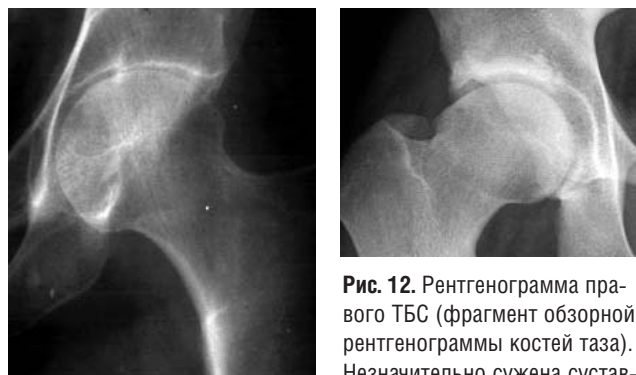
Рентгенограмма левого ТБС (фрагмент обзорной рентгенограммы костей таза). Околосуставной остеопороз, сужение суставной щели менее 2 мм, неровность суставных поверхностей костей в верхнемедиальном отделе сустава. Индекс BASRI – 3 балла
